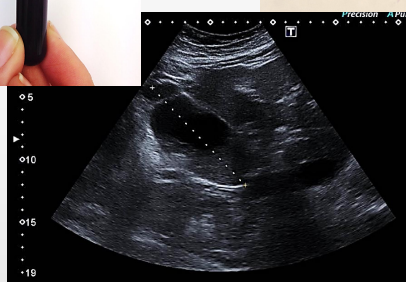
Ecografía abdominal. Vesícula ampliamente distendida con presencia de barro biliar.
